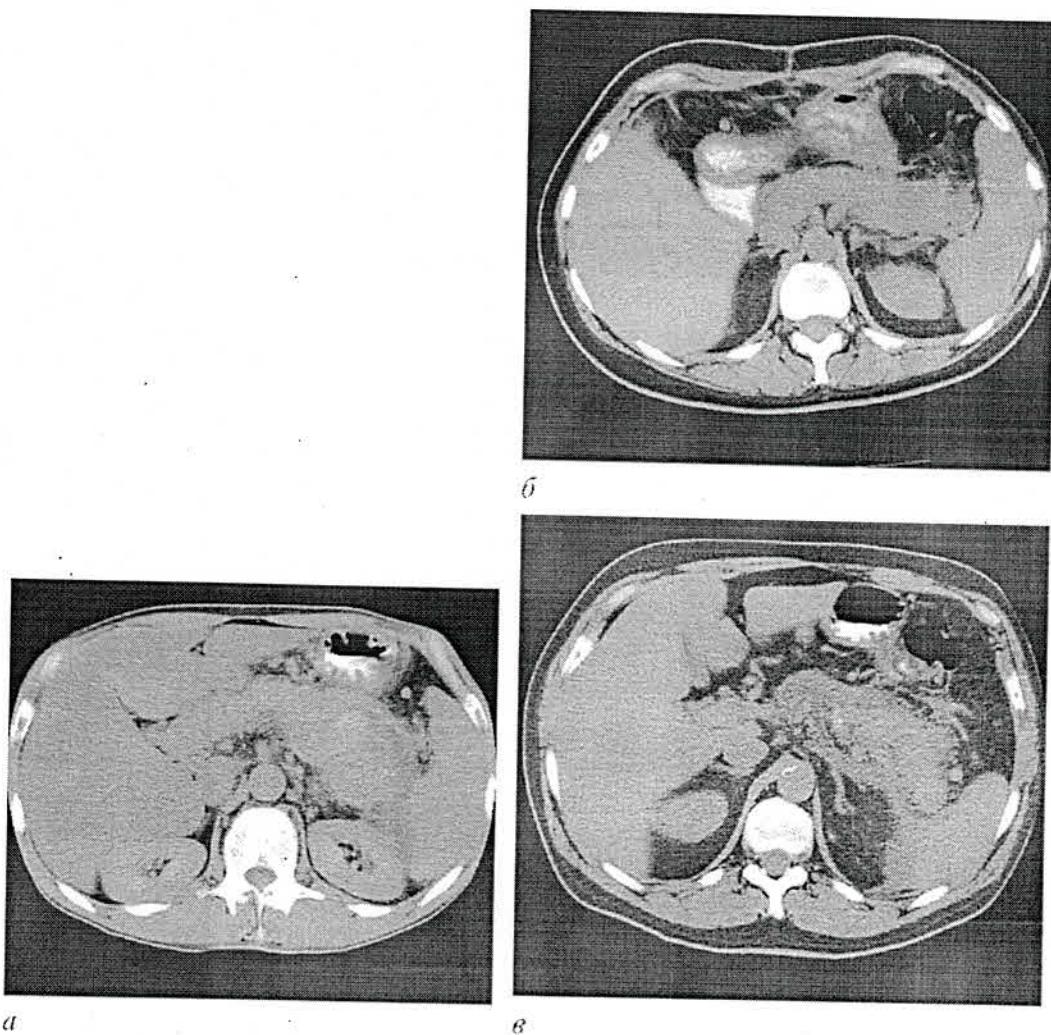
КТ: *а* - увеличение в размерах поджелудочной железы при геморрагическом панкреонекрозе; *б* - увеличение размеров железы, нечеткость контуров (жировой панкреонекроз); *в* - увеличение размеров железы, нечеткость ее контуров, неоднородность структуры при деструктивном панкреатите.
